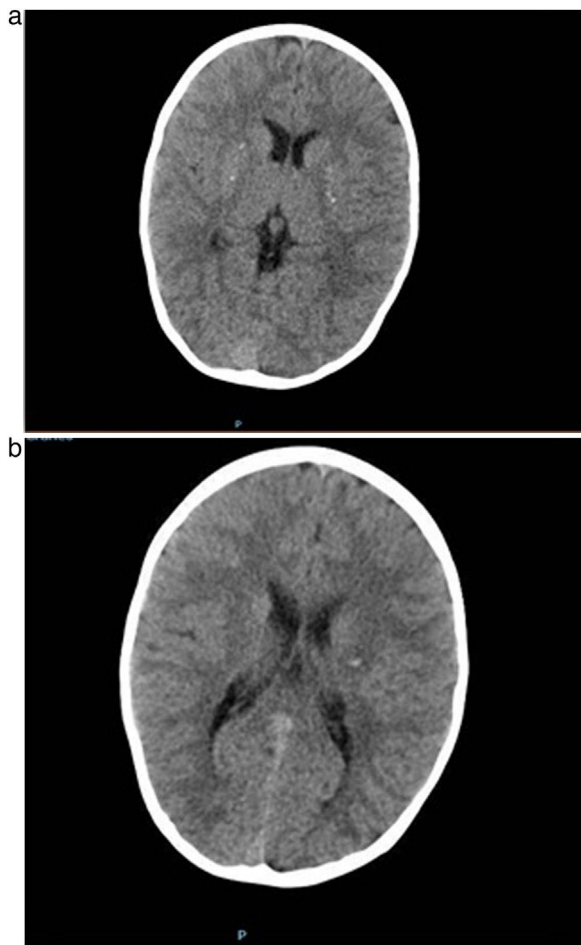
a) Imagen axial de la TC craneal con calcificaciones puntiformes en ganglios de la base de ambos hemisferios cerebrales; b) Imagen axial de la TC craneal, que muestra una lesión hipodensa en corona radiada izquierda con calcificaciones en su interior.
